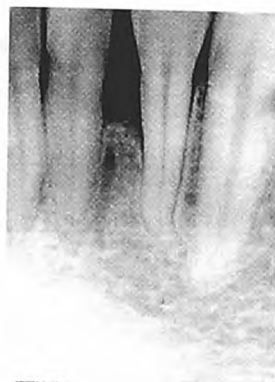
Рентгенограмма в области 31, 32 зубов той же больной через 12 месяцев.
